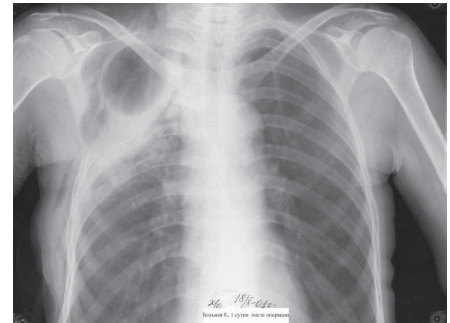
Обзорная рентгенограмма больной Б. на 1-е сутки после операции
